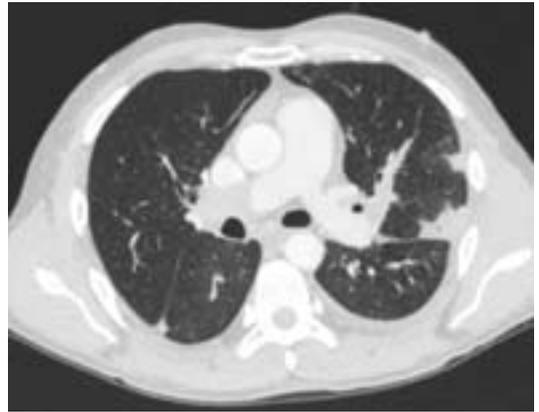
Компьютерная томография органов грудной полости того же больного.
